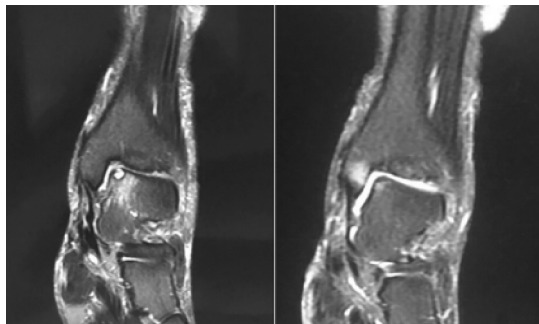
治疗前及治疗后 12 个月 MRI 表现
